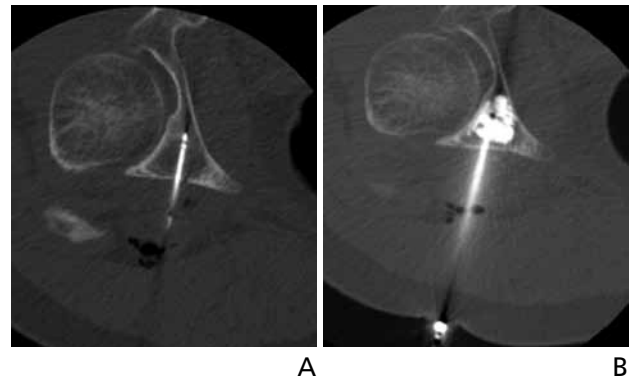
Pain palliation and stabilization of extraskeletal chondrosarcoma metastatic lesion, involving the periacetabular region, using RF ablation followed by cementoplasty. (A) Non-contrast computed tomography of the pelvis shows a RF probe placed into an osteolytic lesion in the right retroacetabular region. (B) Non-contrast computed tomography immediately following cement injection shows polymethyl methacrylate cement filling the retro-acetabular defect.
